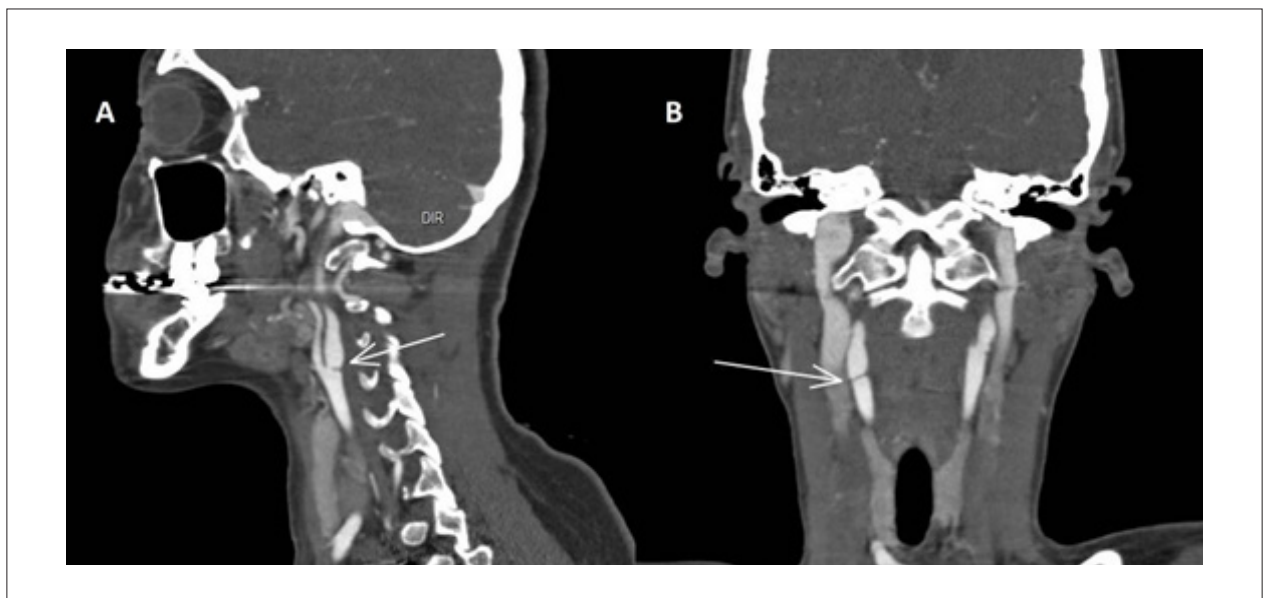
A e B) Caso 2: Visualização da membrana carotídea (setas brancas) pela angiotomografia
